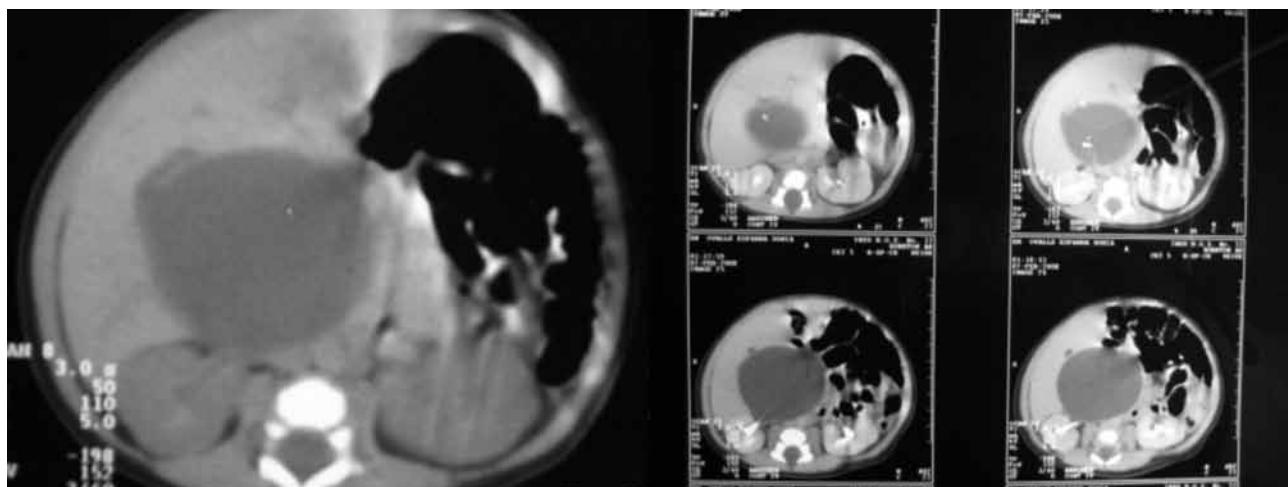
TAC de abdomen, quiste de abdomen.
